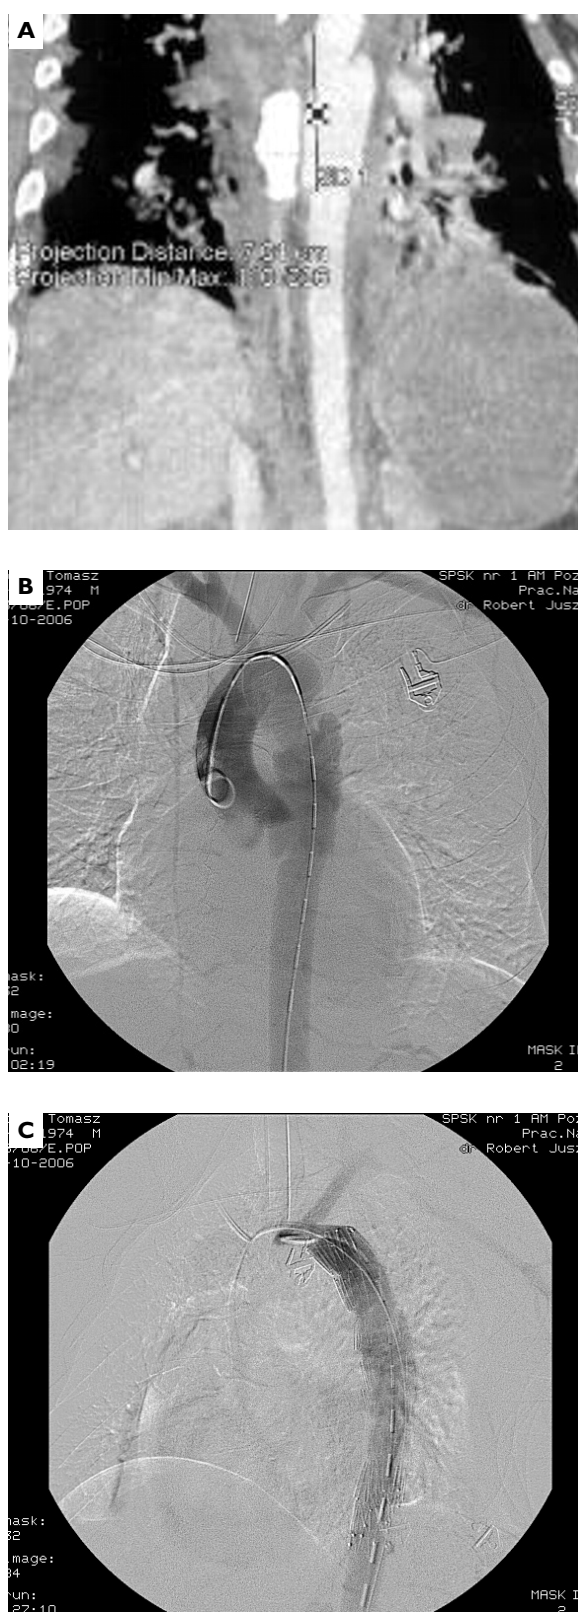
Pęknięcie w części zstępującej aorty. A.B. Badanie CT; C. Badanie DSA przed wszczepieniem stentgraftu; D. Badanie DSA po wszczepieniu stentgraftu
